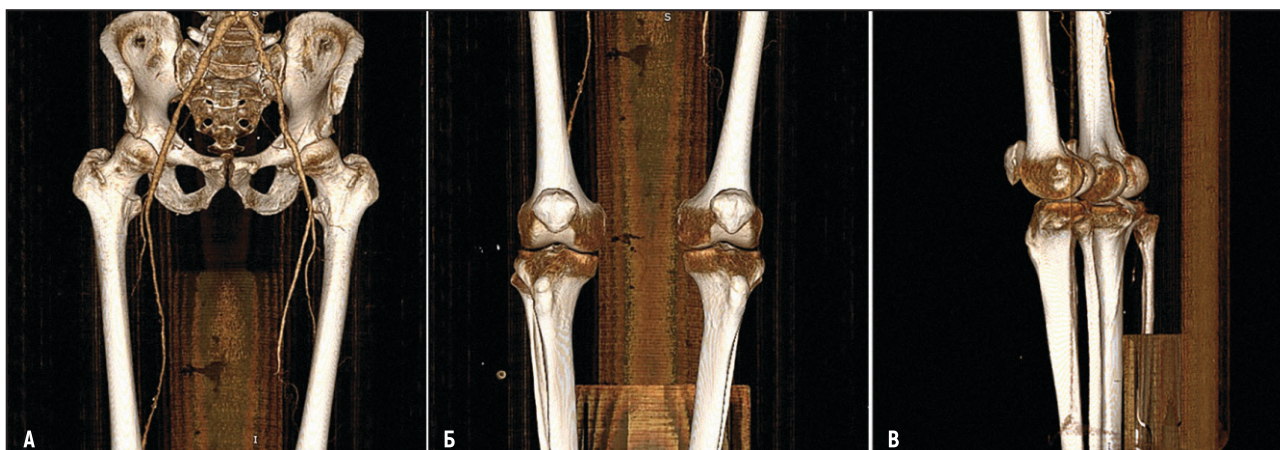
Компьютерная томограмма артерий нижних конечностей больного. а – сохраненное проксимальное артериальное русло; б – отсутствие дистального русла; в – отсутствие дистального русла (боковая проекция)
